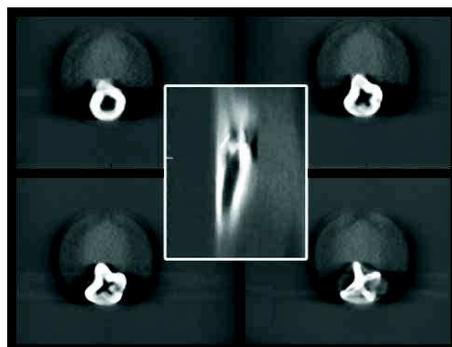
A. CBCT : vue frontale en 3D B. image CBCT montrant la formation en anneau de la racine [11]
